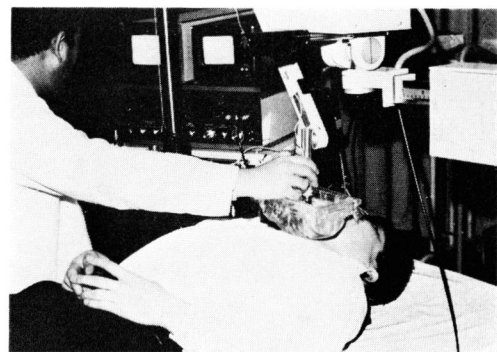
被検者を安静仰臥位にし、前頸部で超音波断層法を施行する。
